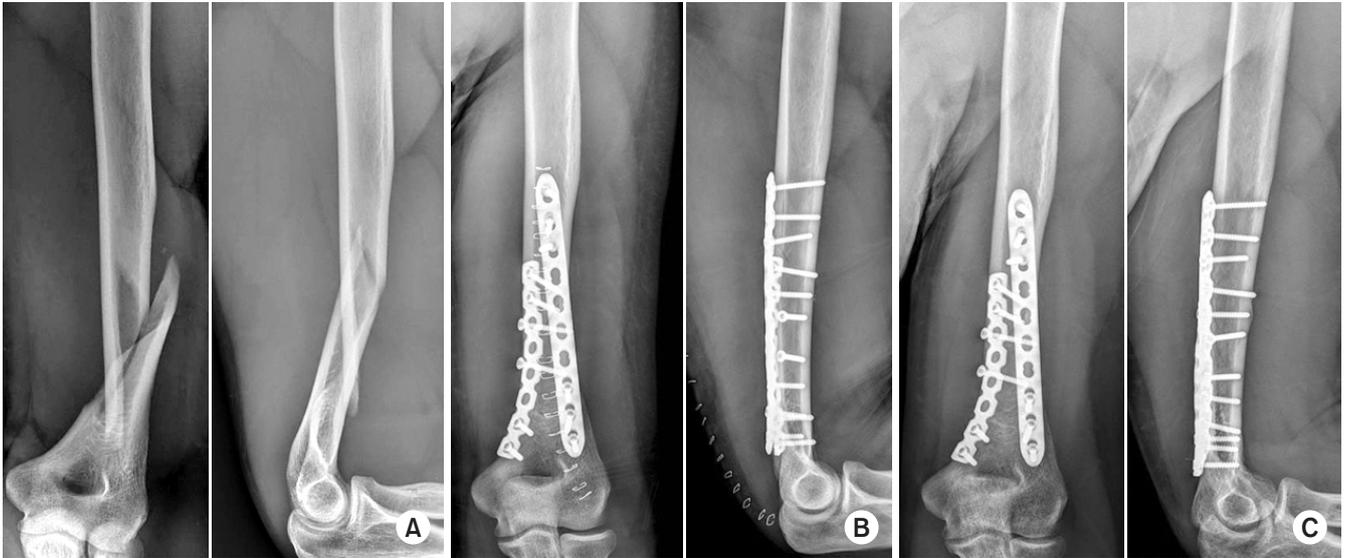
(A) Radiographs at the time of initial trauma show spiral distal shaft fracture of the left humerus. (B) Postoperative radiographs show anatomical reduction and stable fixation using posterior dual plating. (C) Radiographs at 10 weeks after surgery show bony union.
